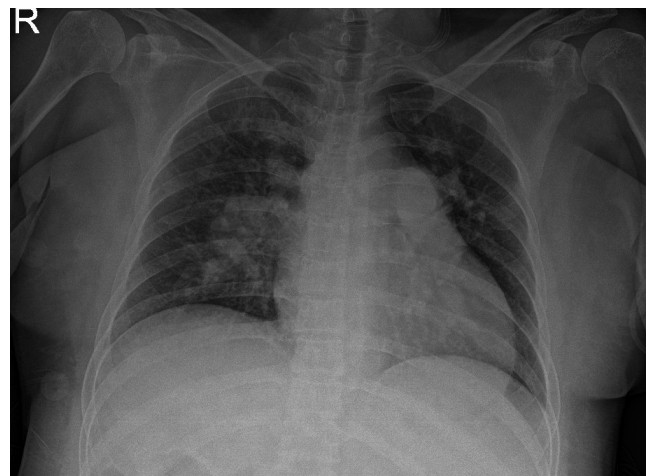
Preoperative chest X-ray shows cardiomegaly and pulmonary artery dilatation.
